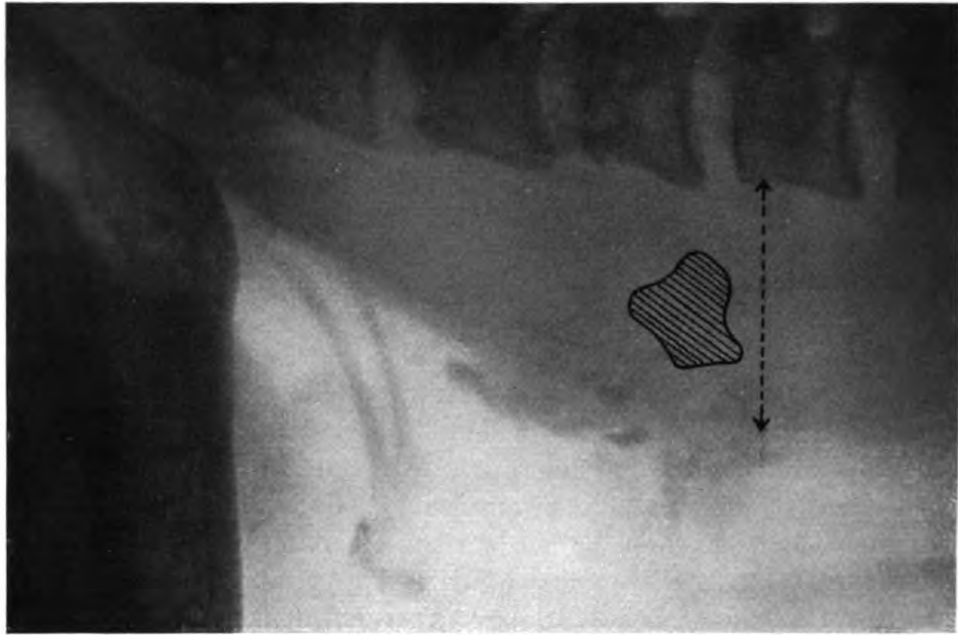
Röntgenabbildung von Fall 14.
